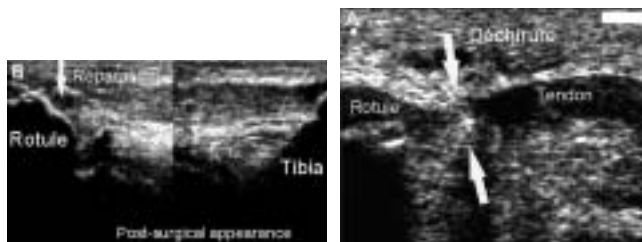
Image ultrasonographique d'une déchirure du tendon rotulien avant (A) et après (B) chirurgie. (Cette image est reproduite avec l'aimable autorisation du Dr Stephano Bianchi, Département de Radiologie, Hôpitaux Universitaires de Genève.)
